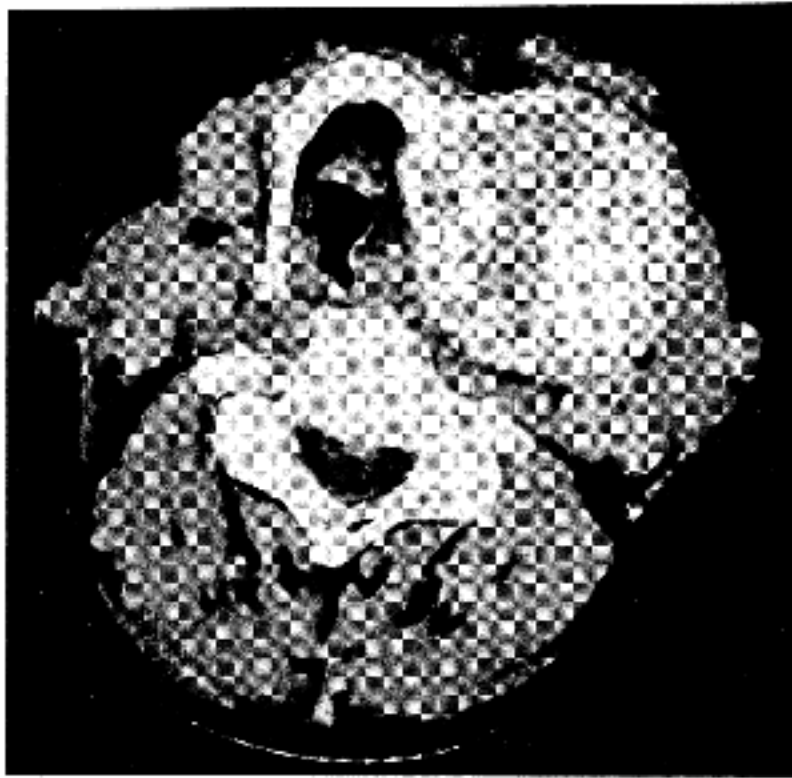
CT scan shows an about 5x5cm sized well-defined expansile osteolytic lesion with multiple small punctate and radiating streaky calcification within the mass at the left lateral side of hyoid bone.
